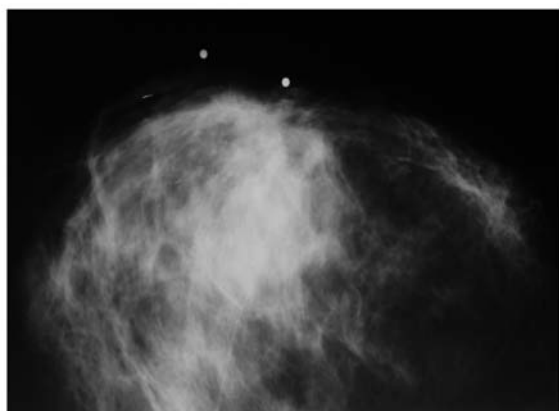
Рентгенограмма пациентки Н., 43 г. Туберкулезное поражение правой грудной железы (прямая проекция).
